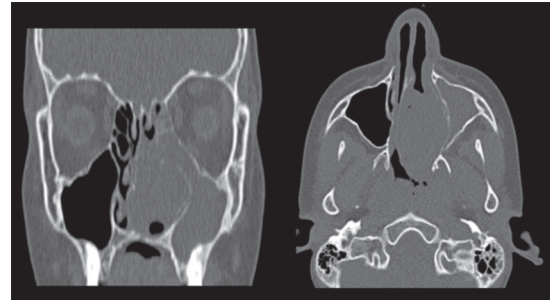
Tomografía computada de nariz y senos paranasales.
